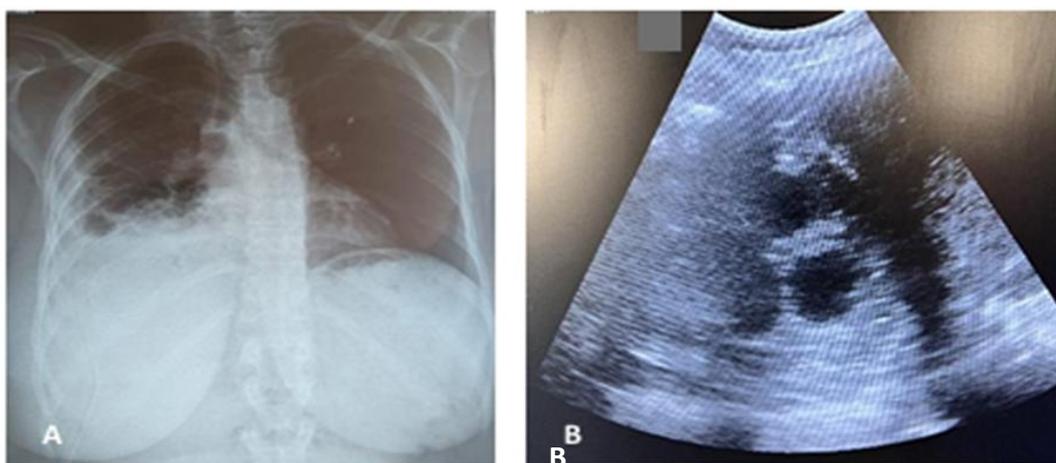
A radiographie thoracique après drainage thoracique. B Echographie mammaire objectivant une formation hypoéchogène multivésiculaire du sein droit.
